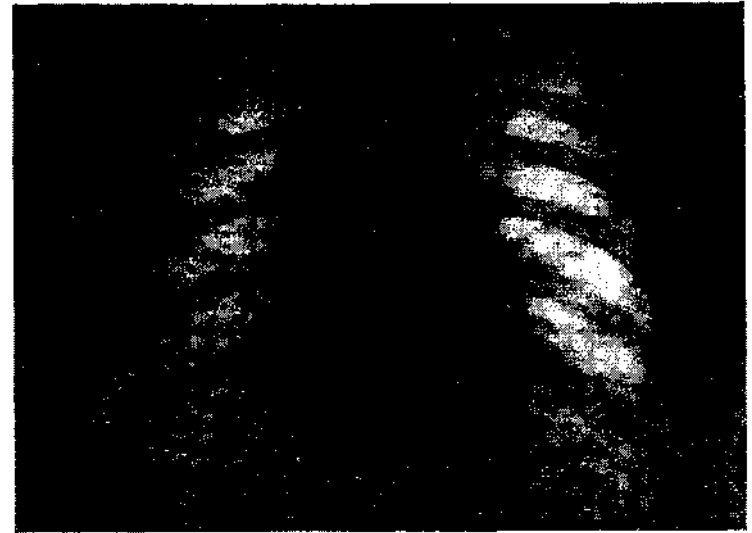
Рентгенограмма больного М. до медиастиноскопии.
